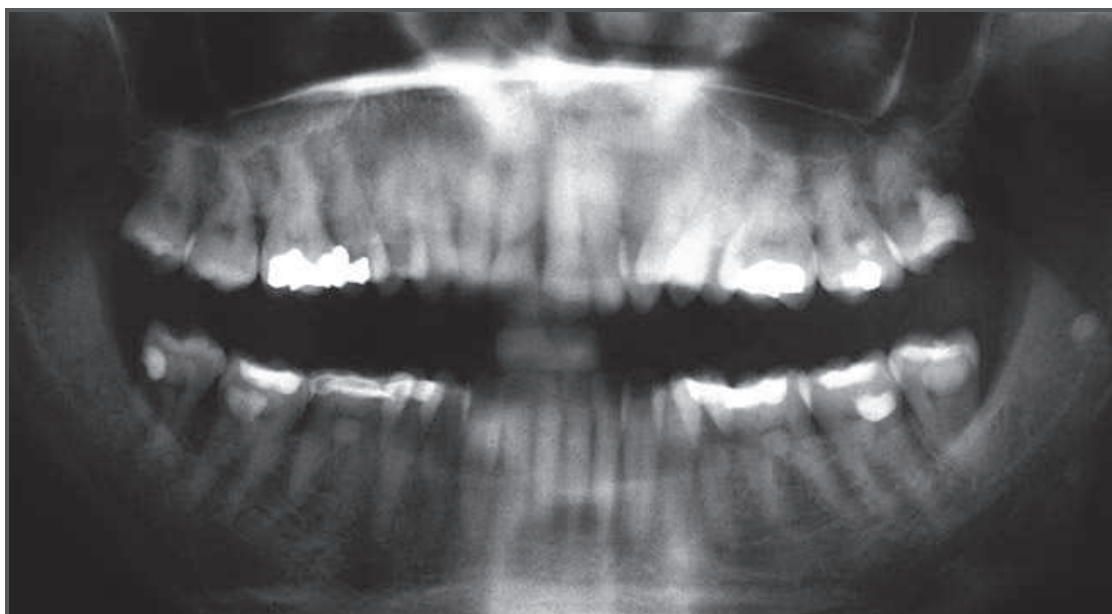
radiographie panoramique révélant des résorptions radiculaires sur les dents n° 36 et n°46 (Robert *et al.*, 2012)
